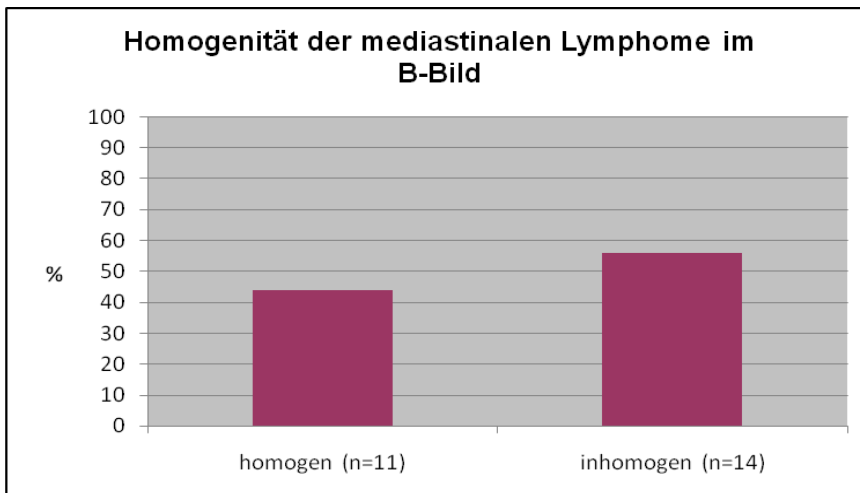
Darstellung der homogenen (n=11) und inhomogenen (n=14) Lymphome des Mediastinums in der B-Bild-Sonographie (in %)
